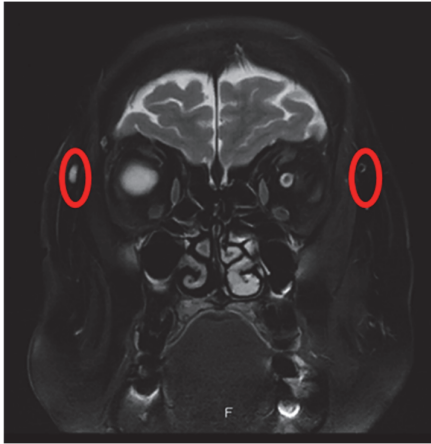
MRI finding (X-3year)
